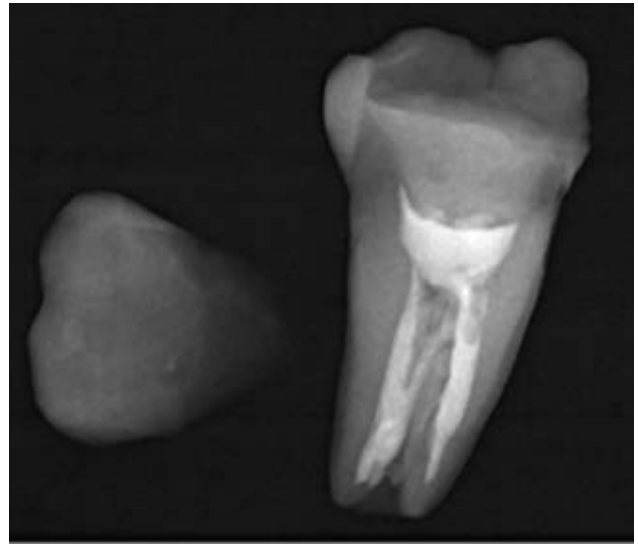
Radiografía digital de molar inferior con tratamiento endodóntico, extraído por fractura de cúspide que involucro tercio coronal radicular.
